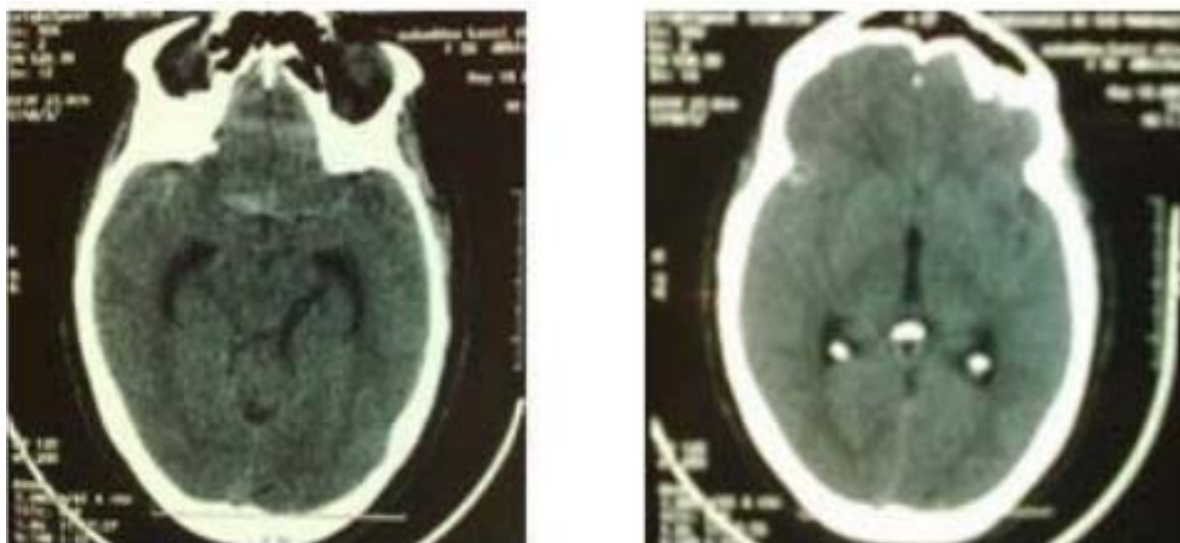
TDM cérébrale coupes axiales montrant une hémorragie méningée.
